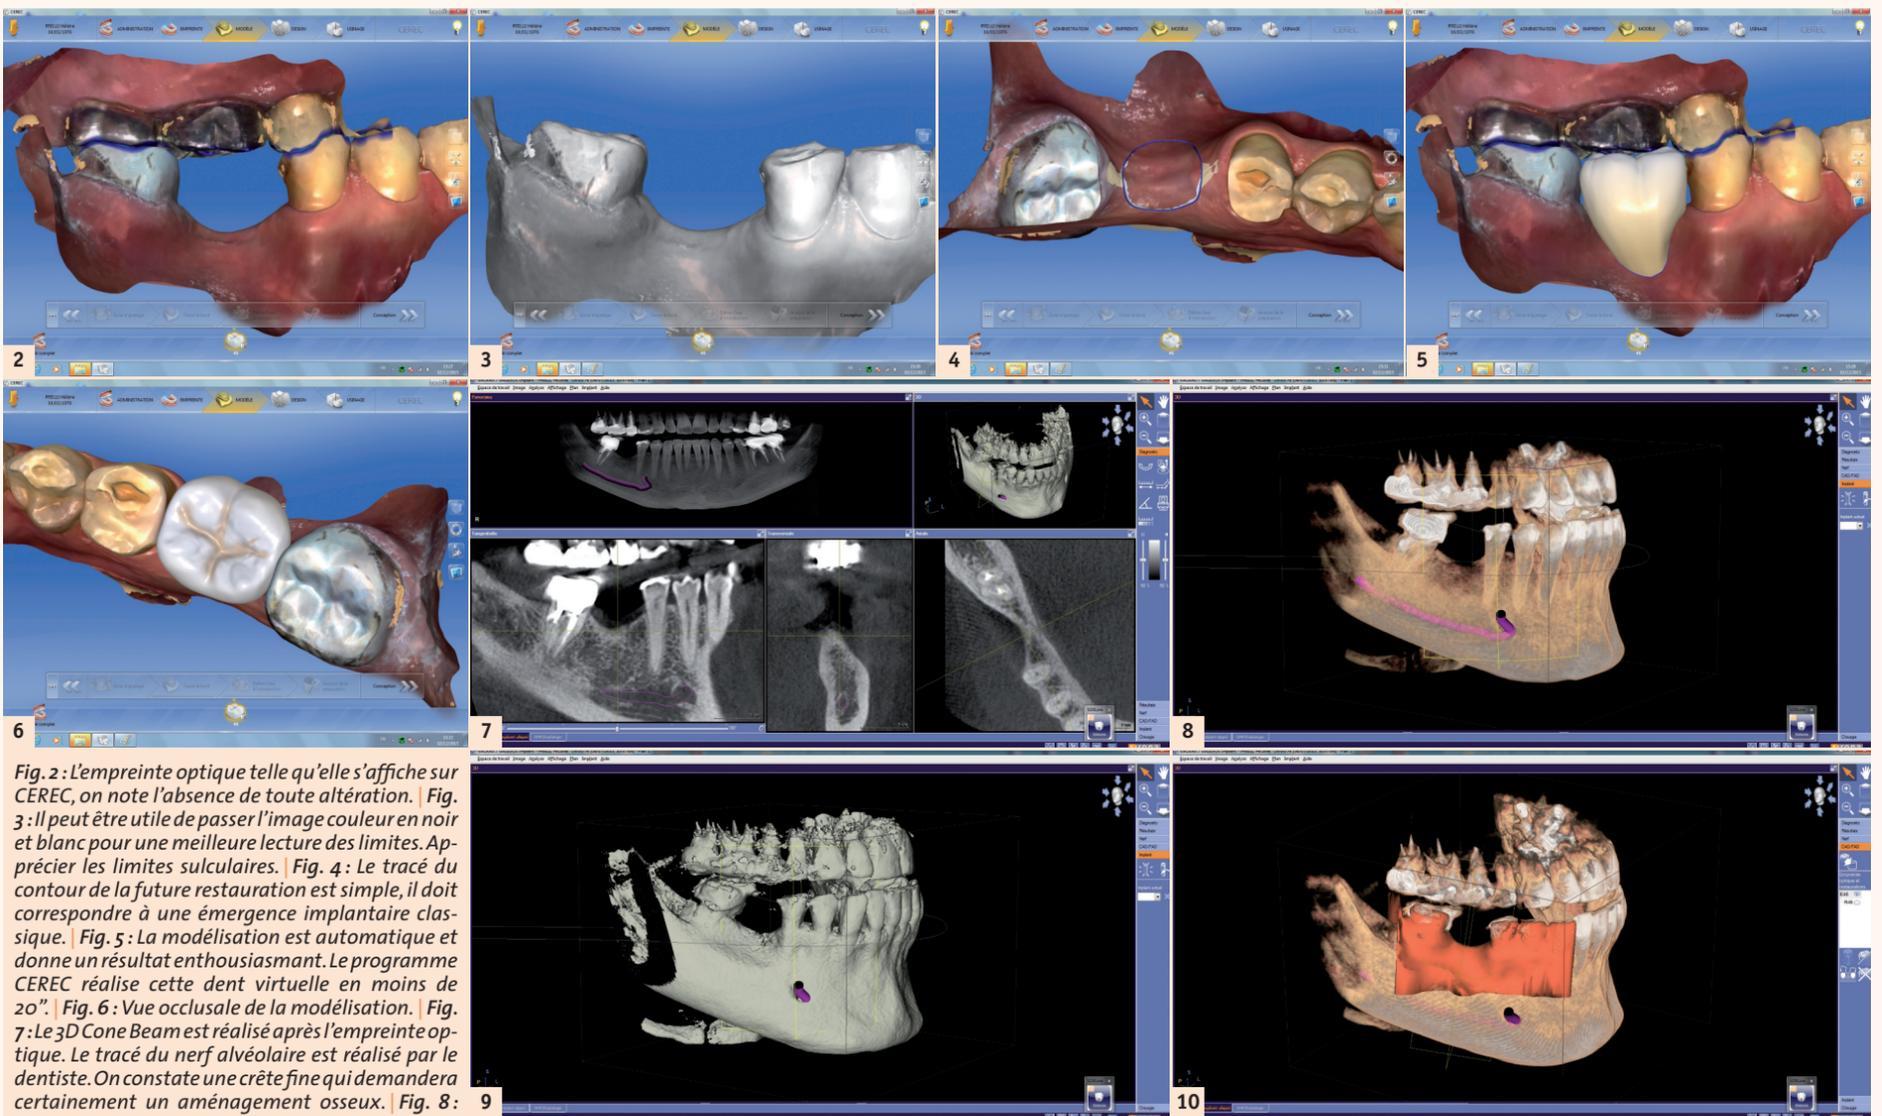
L'empreinte optique telle qu'elle s'affiche sur CEREC, on note l'absence de toute altération. | Fig. 3 : Il peut être utile de passer l'image couleur en noir et blanc pour une meilleure lecture des limites. Apprécier les limites sulculaires. | Fig. 4 : Le tracé du contour de la future restauration est simple, il doit correspondre à une émergence implantaire classique. | Fig. 5 : La modélisation est automatique et donne un résultat enthousiasmant. Le programme CEREC réalise cette dent virtuelle en moins de 20". | Fig. 6 : Vue occlusale de la modélisation. | Fig. 7 : Le 3D Cone Beam est réalisé après l'empreinte optique. Le tracé du nerf alvéolaire est réalisé par le dentiste. On constate une crête fine qui demandera certainement un aménagement osseux. | Fig. 8 : Gros plan sur l'image en 3D. | Fig. 9 : L'aspect peut être choisi en fonction de critère personnel. Ici nous avons opté pour un rendu surfacique. | Fig. 10 : La fusion entre l'empreinte digitale et le 3D est simple.
